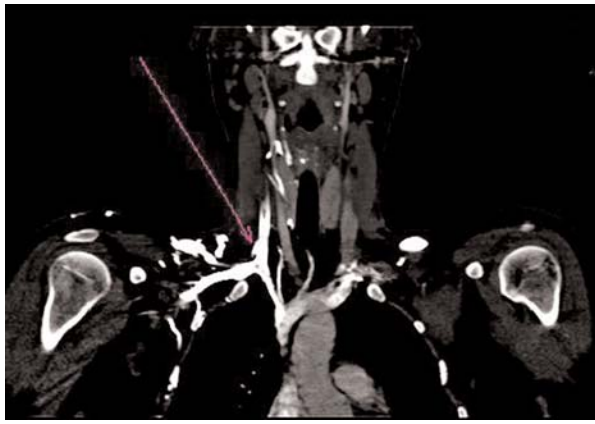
CT-angio krku, absencia kontrastnej látky vo v. jugularis interna l.dx., celkové edematózne presiaknutie pravej strany krku
